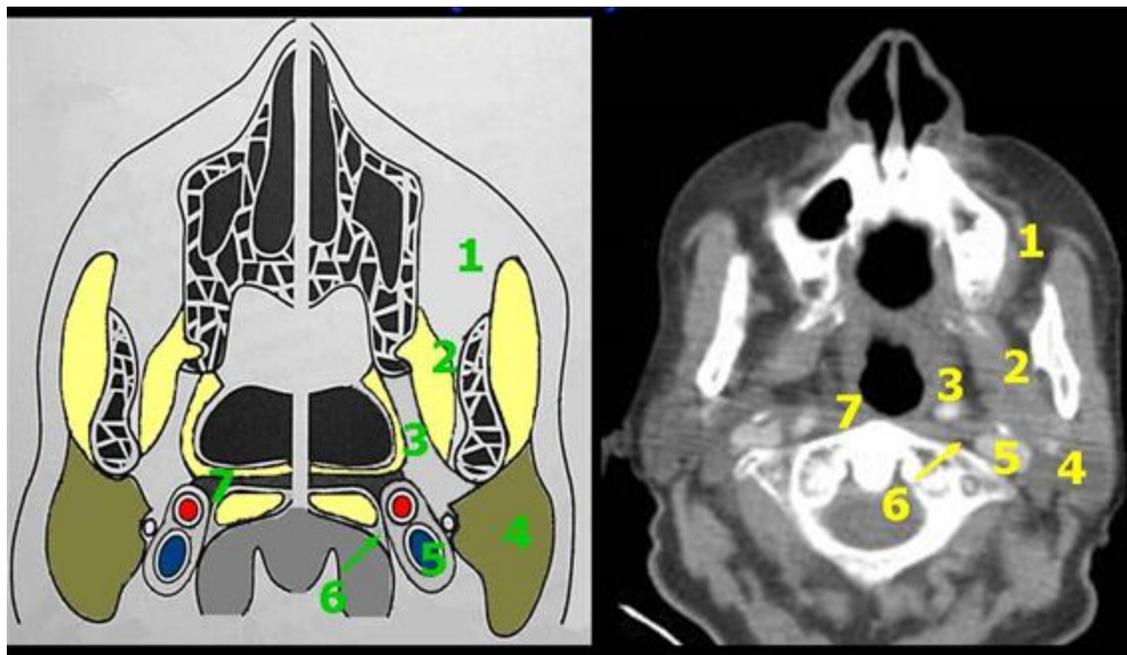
TC que muestran los diferentes espacios cervicales. <sup>22</sup>
